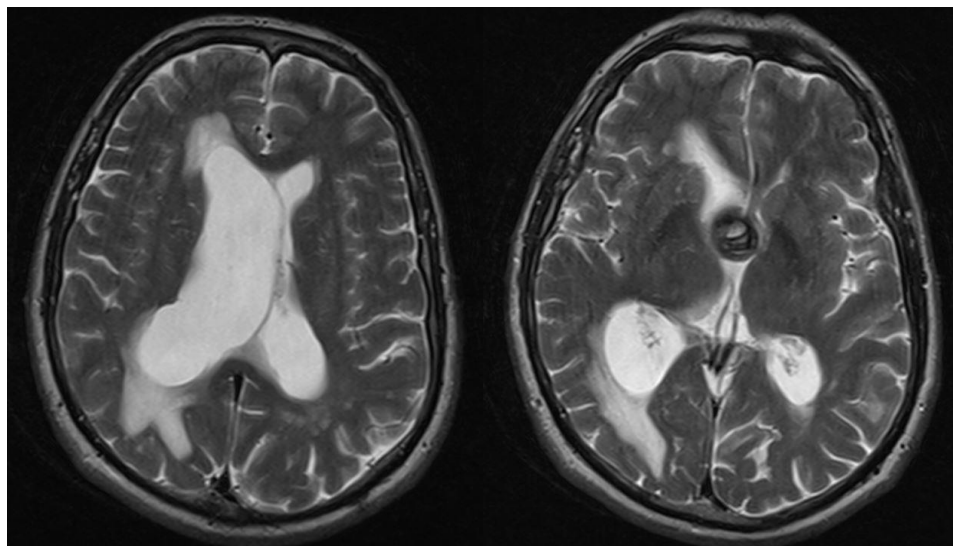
МРТ пациента (T2 режим) с окклюзией правого отверстия Монро гигантской частично тромбированной коммуникантной аневризмой и асимметричной окклюзионной гидроцефалией
